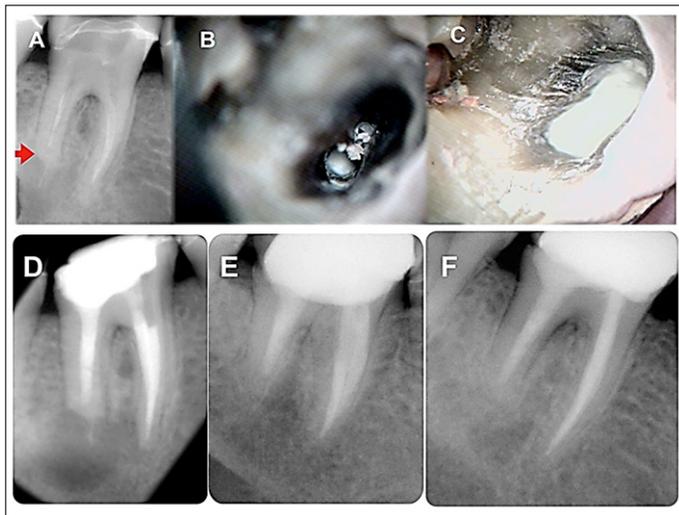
A): radiografía inicial en la que se observa molar inferior con tratamiento de conducto deficiente, presencia de reabsorción apical externa en la raíz distal (flecha roja), lesión apical de gran tamaño y material de obturación compatible con gutapercha en los tejidos periapicales; B): imagen clínica con magnificación de 10X de conducto distal con hidróxido de calcio; C): imagen clínica con magnificación 10X del conducto distal con obturación de MTA; D): radiografía final en la que se observa un preparo más amplio y mejor calidad de la obturación de los conductos; E): radiografía control de 1 año en la que se observa el molar restaurado con una corona metal porcelana, aunque por distal de la corona se aprecia un desajuste de esta y se evidencia en la raíz distal curación de la patología periapical; F): radiografía control de 5 años en la que se observa características radiográficas de normalidad y curación total a nivel apical de las raíces distal y mesial.
